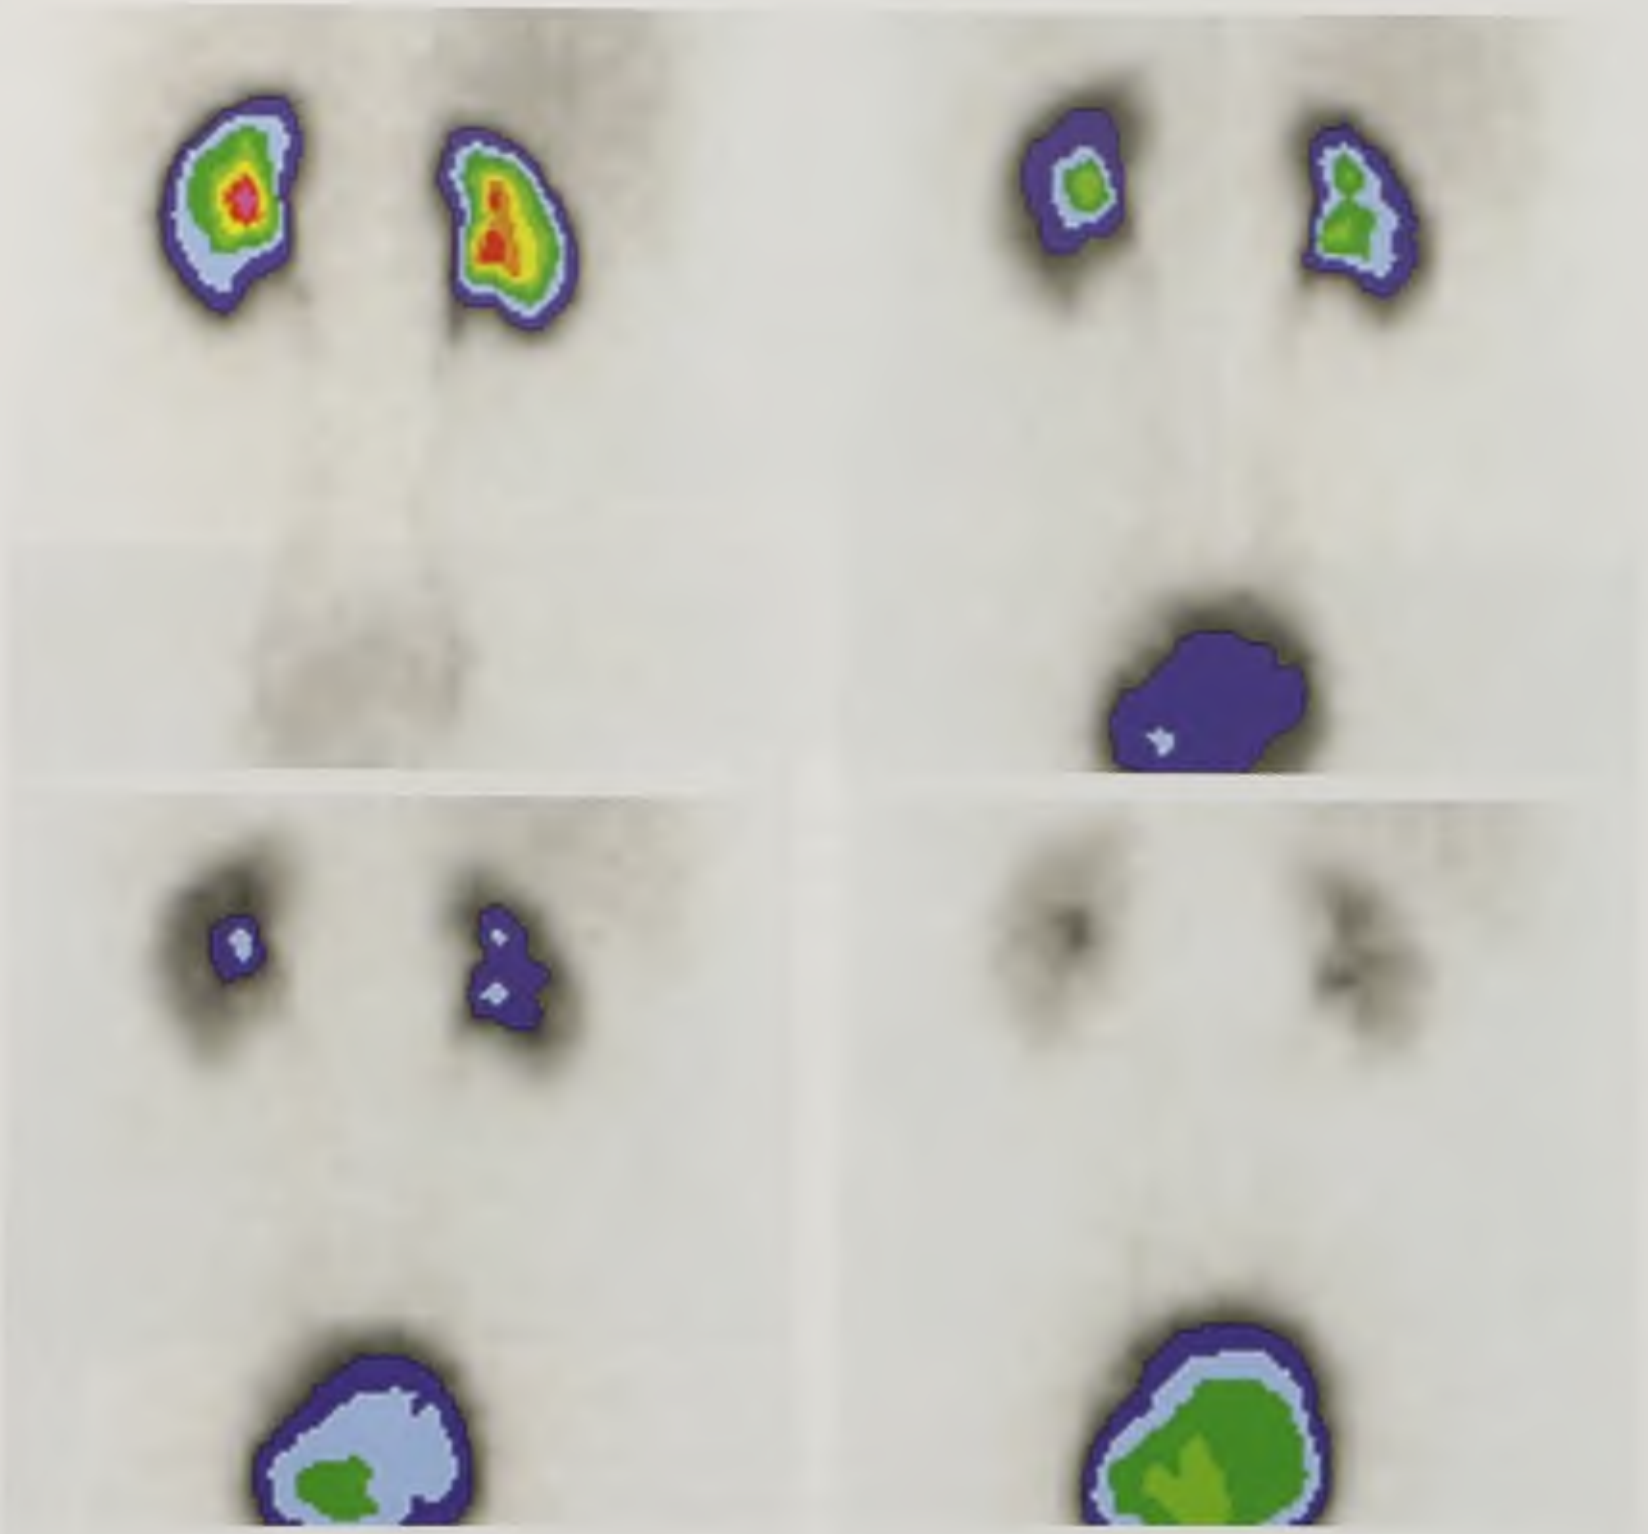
Серия динамических сцинтиграмм почек
